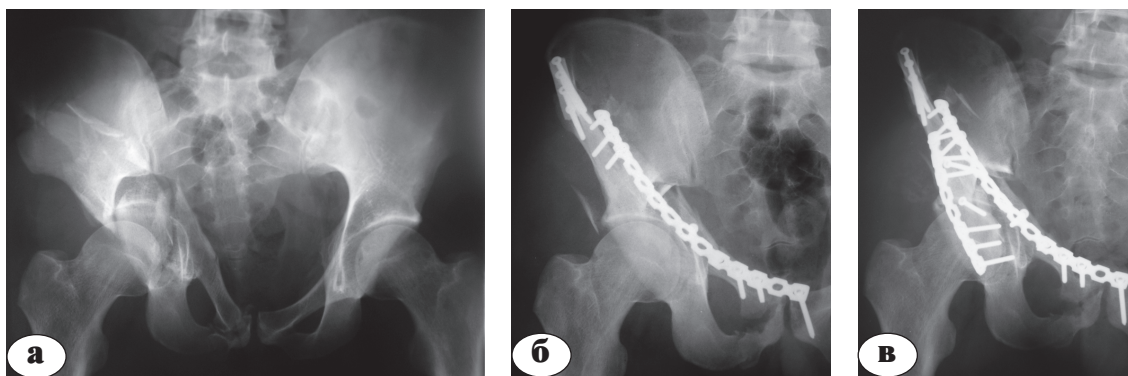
Рентгенограммы больного М. с высоким сложным двухколонным переломом правой вертлужной впадины: а – до операции; б – после остеосинтеза подвздошно-паховым доступом; в – после остеосинтеза задне-боковым доступом
